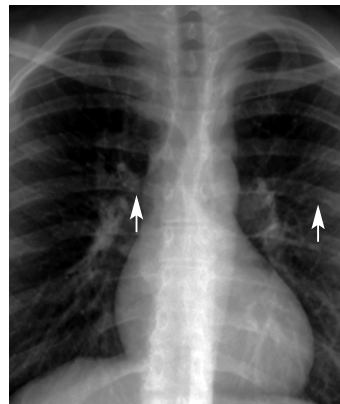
Рентгенограмма грудной клетки пациента с КАо, узурацией ребер и отклонением пищевода (указано стрелками)
